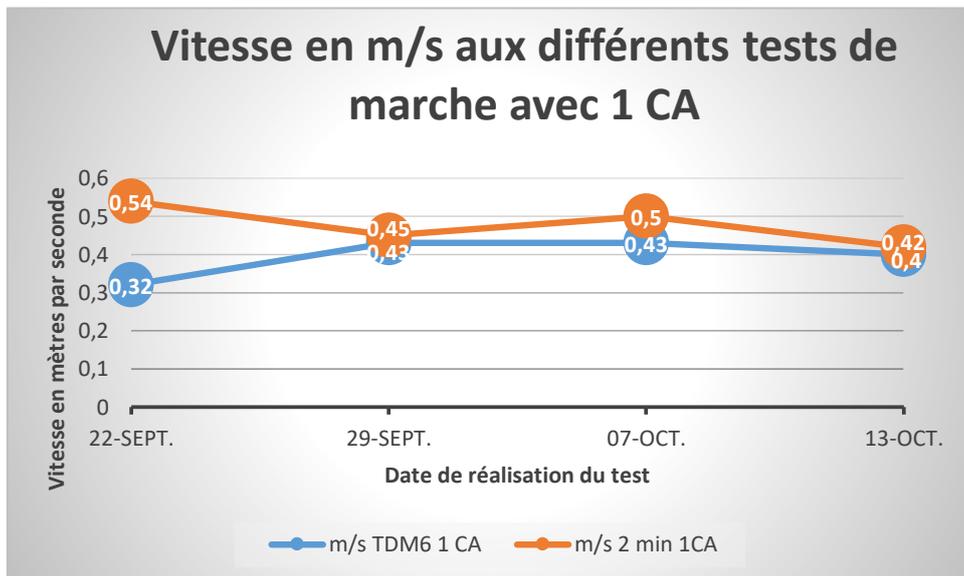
comparaison de la vitesse de marche entre le TDM6 et le TDM2 avec 1 CA
